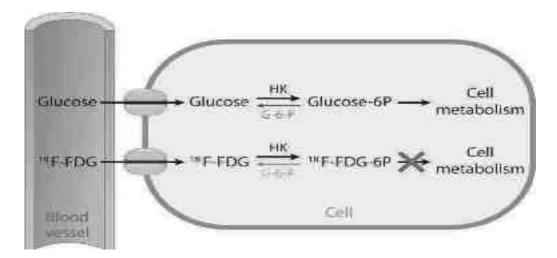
Métabolisme du ¹⁸F-FDG et du glucose d'après Rahman et al. (25).
